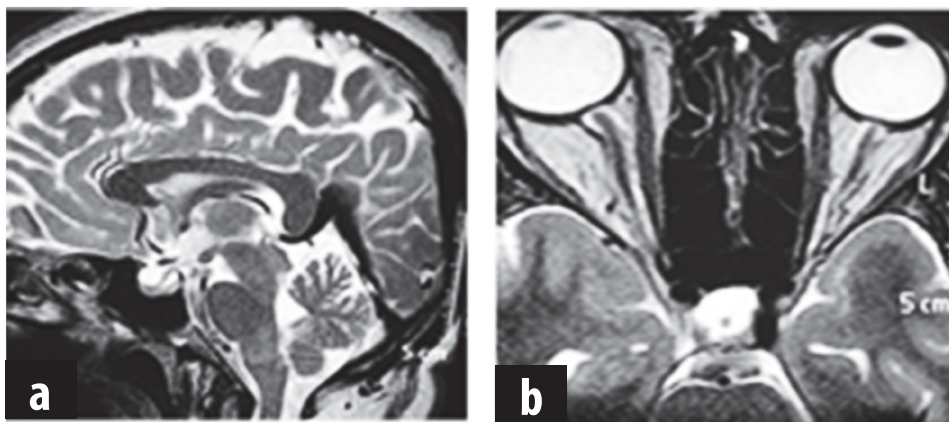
Resonancia magnética cerebral que muestra la silla turca vacía como signo indirecto de hipertensión endocraneana (figura 1a) y achatamiento del polo posterior con dilatación de la vaina perióptica (figura 1b)
